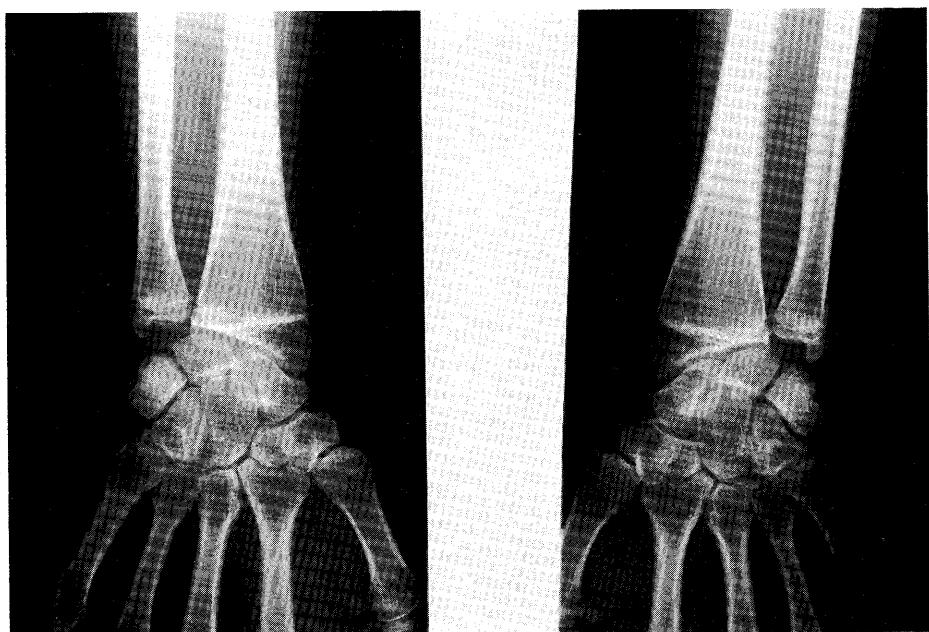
Bone roentgenogram of the forearms.
